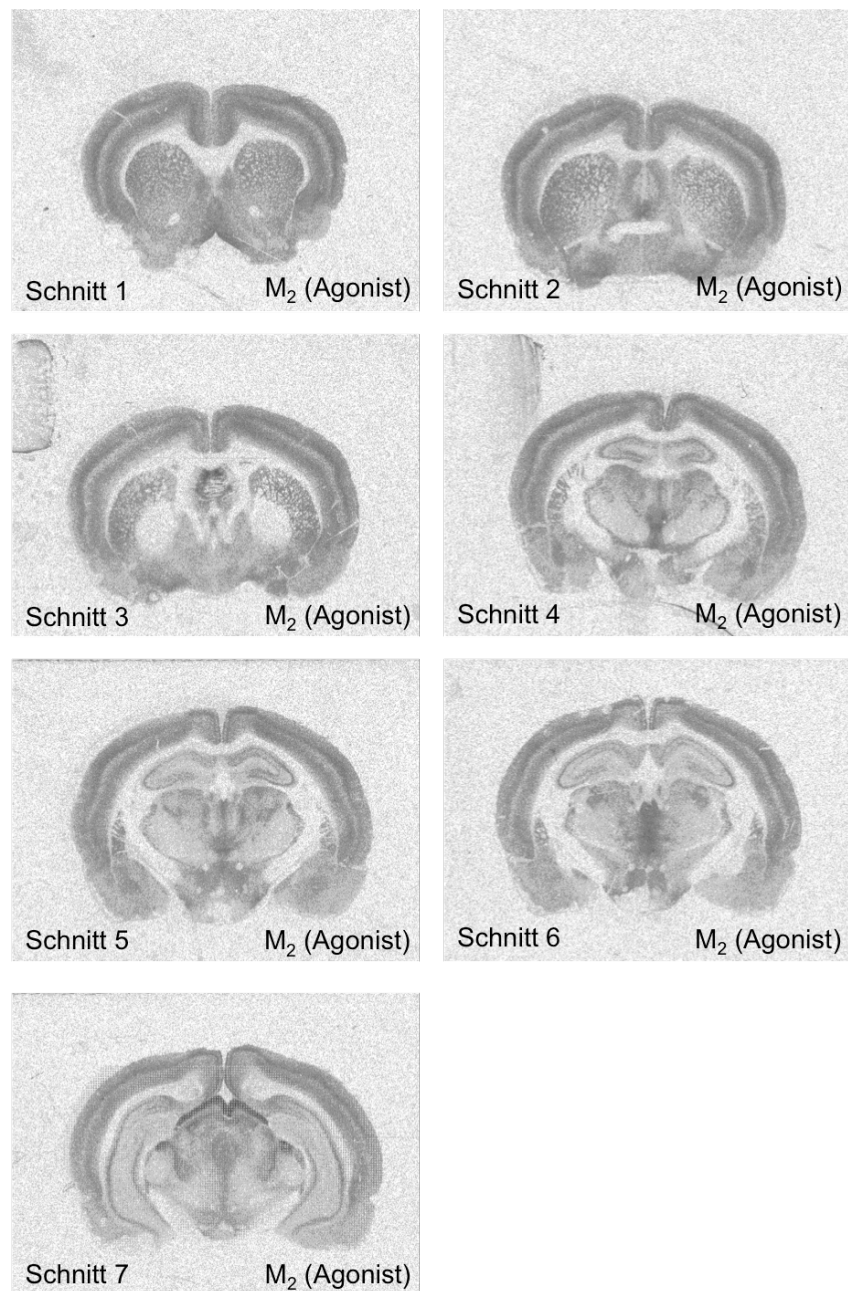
Bildserie von sieben rezeptorautoradiographischen Bildern. Dargestellt sind Frontalschnitte des Rattenhirns von rostral nach kaudal in vordefinierten Ebenen. Schnitte in Bezug auf das Bregma: Schnitt 1: +1,56 mm, Schnitt 2: -0,36 mm, Schnitt 3: -0,84 mm, Schnitt 4: -2,16 mm, Schnitt 5: -2,52 mm, Schnitt 6: -3,60 mm und Schnitt 7: -5,20 mm
